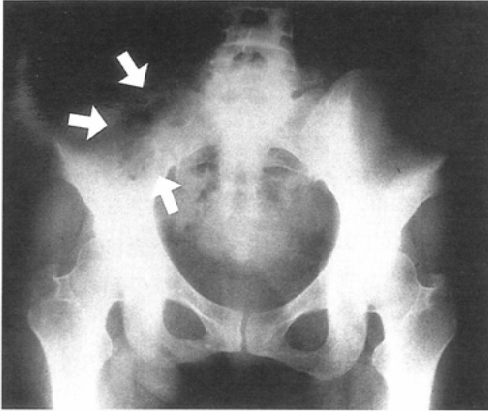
Plain radiograph shows a radiolucent lesion in the right iliac bone (arrows).
